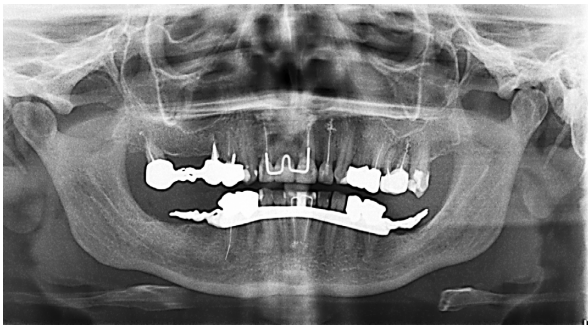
Цифрова ортопантомограма щелепних кісток хворої Т., 55 років, амбулаторна карта № 21, після комплексної стоматологічної реабілітації.
